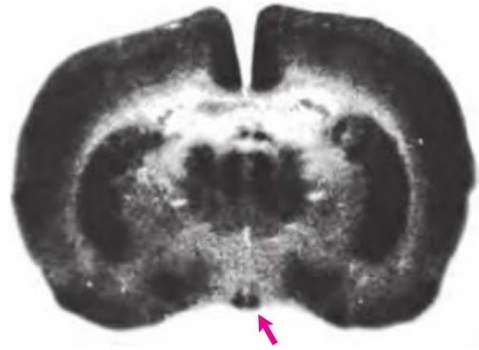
Autorradiografía con 2-DG
